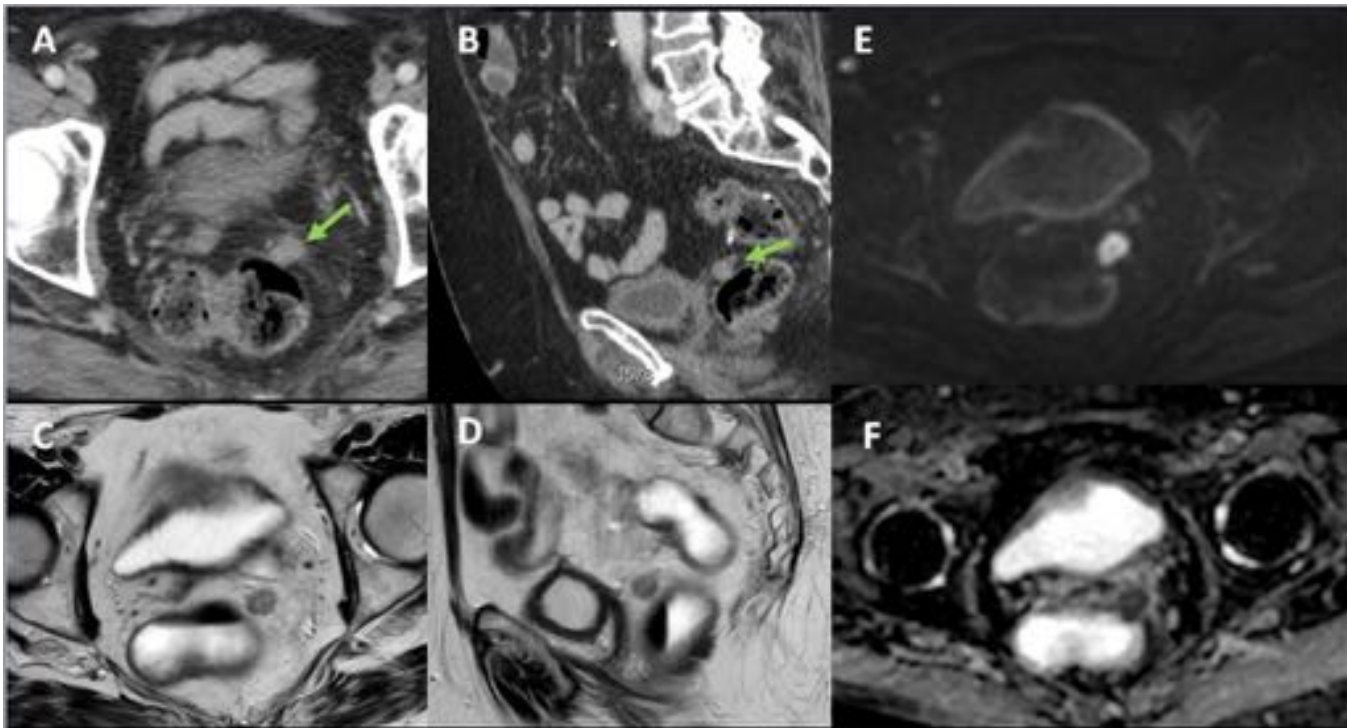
Recidiva pélvica de neoplasia de recto intervenida. A y B: imágenes de TC en planos transversal y coronal que muestran un nódulo adyacente a sutura anastomótica (flechas). C y D: imágenes de RM en planos transversal y coronal, T2, donde el nódulo presenta señal intermedia, mayor que el músculo. E y F: imágenes transversales de RM difusión (b 1000) y mapa de ADC que muestran su utilidad en la detección y caracterización.
